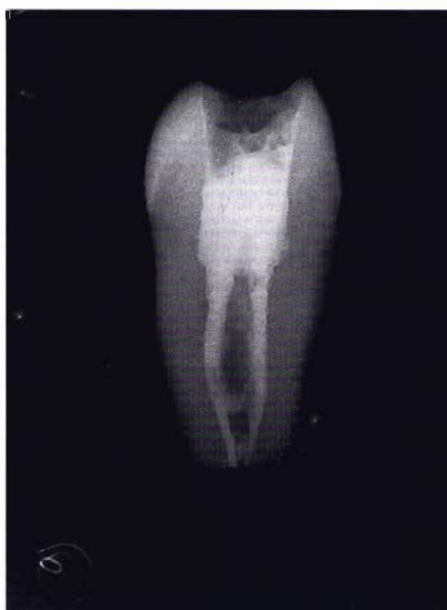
Immagine radiografica di un 3.8 del gruppo B.
